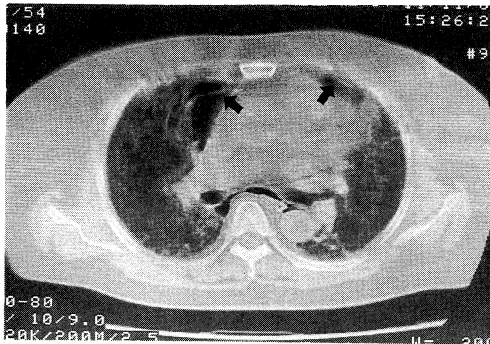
CT scan of the chest shows mediastinal emphysema and interstitial change with bulla.
